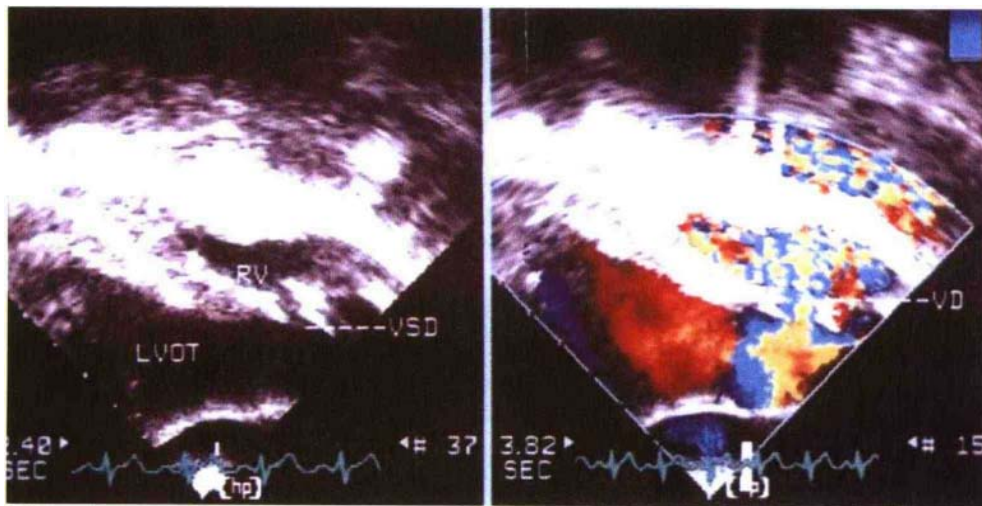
经食管超声心动图十分清晰地显示小室间隔缺损
